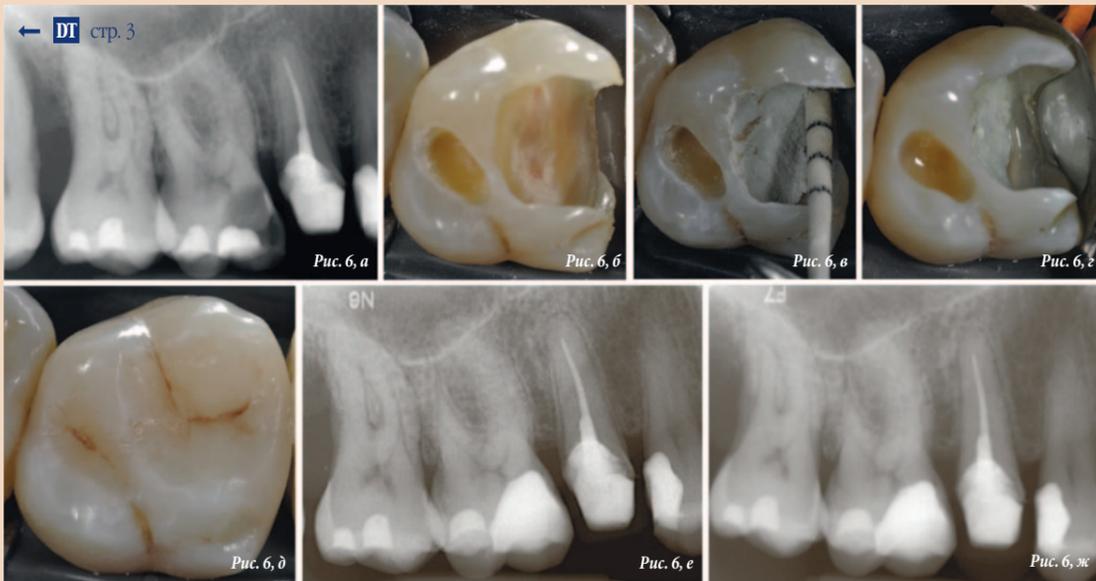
Исходная рентгенограмма первого правого моляра верхней челюсти: глубокий кариес, распространившийся на пульпу (а). Обнаженная пульпа (б). Покрытие пульпы материалом PD MTA White (в). После отверждения МТА зуб восстановили в рамках того же посещения стоматолога (г). Клинический аспект восстановления (д). Послеоперационная рентгенограмма (е). Рентгенограмма, сделанная при контрольном осмотре через год после лечения (ж)
